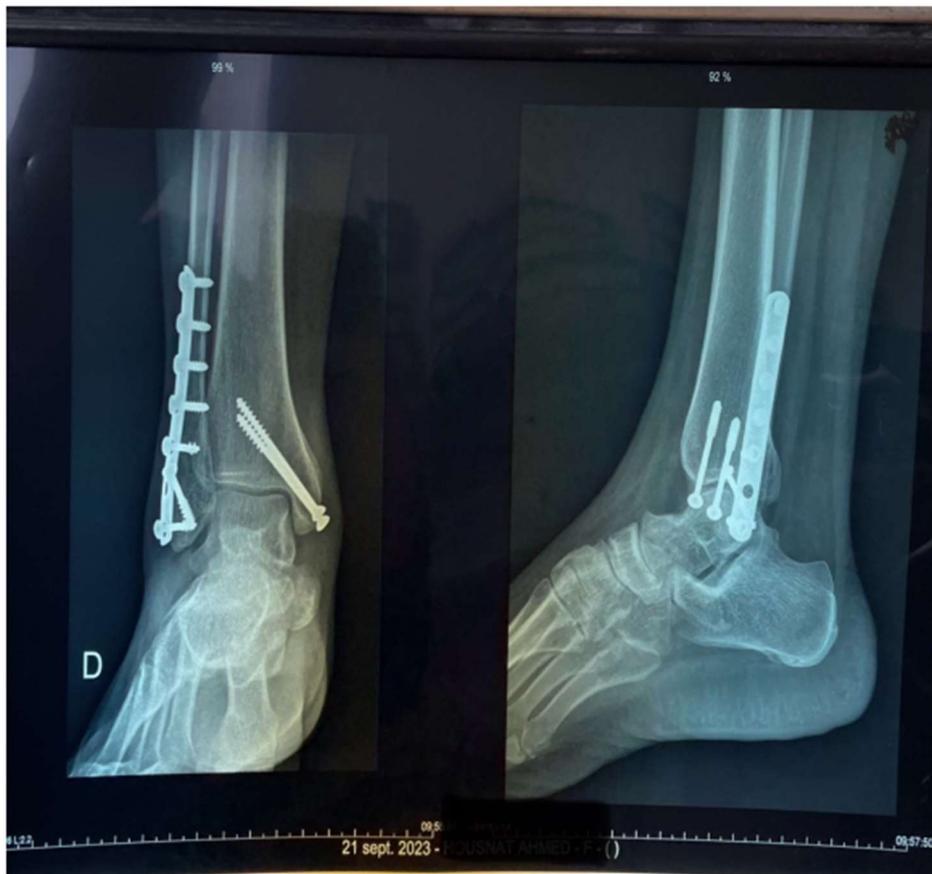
Radiographie de contrôle à un an d'évolution avec une bonne consolidation
